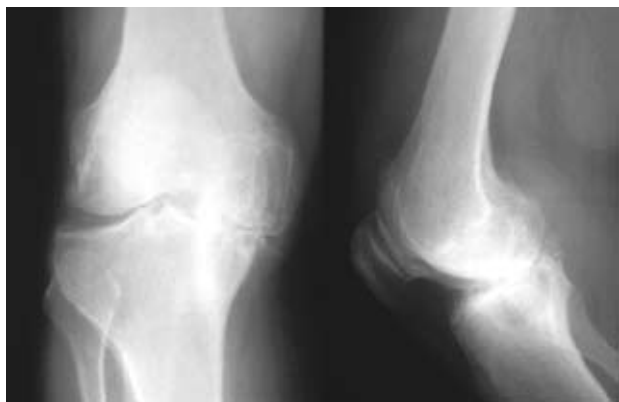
Radiografía rodilla derecha (osteófitos con disminución del espacio articular, quistes y esclerosis).
